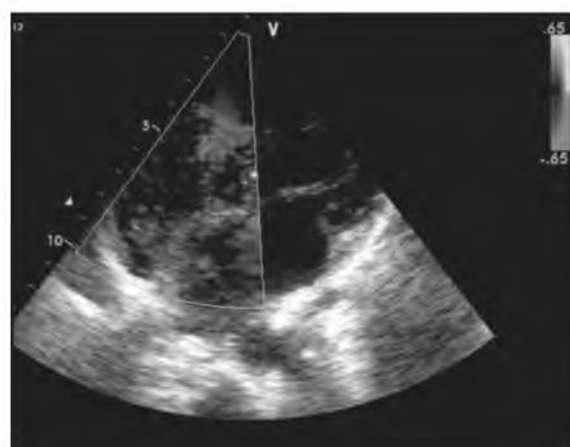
Эхокардиографический контроль после имплантации окклюдера
